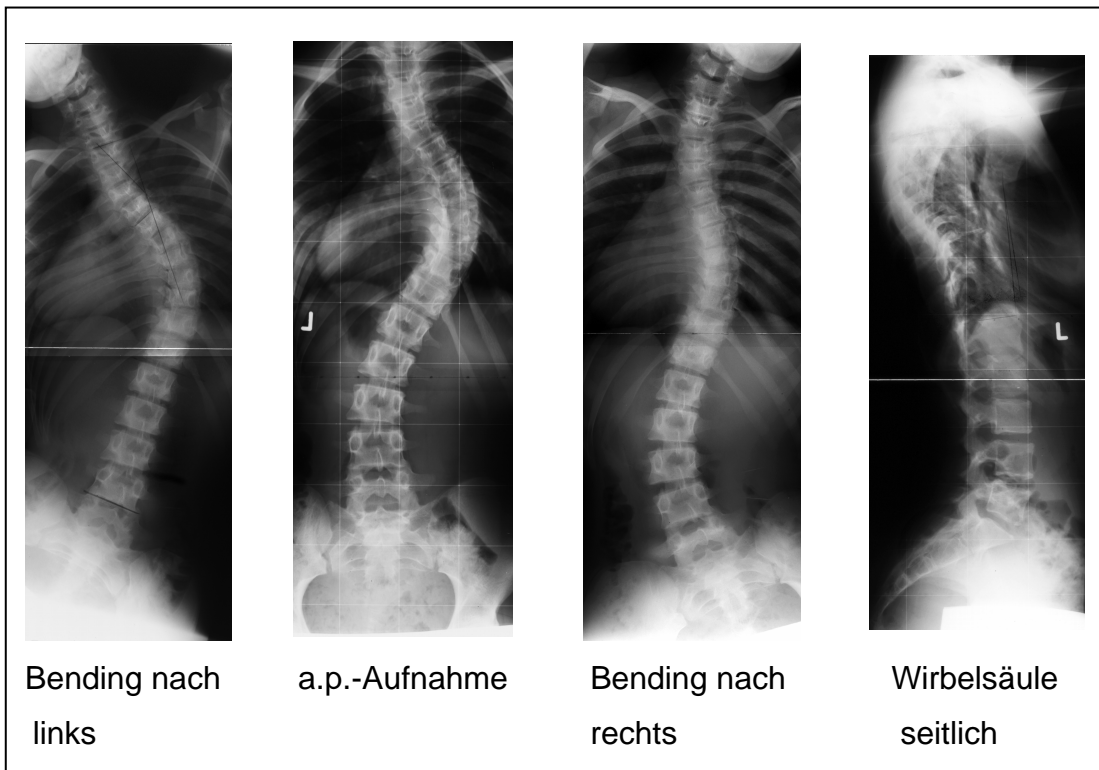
Projektionen untersuchter Röntgenaufnahmen
